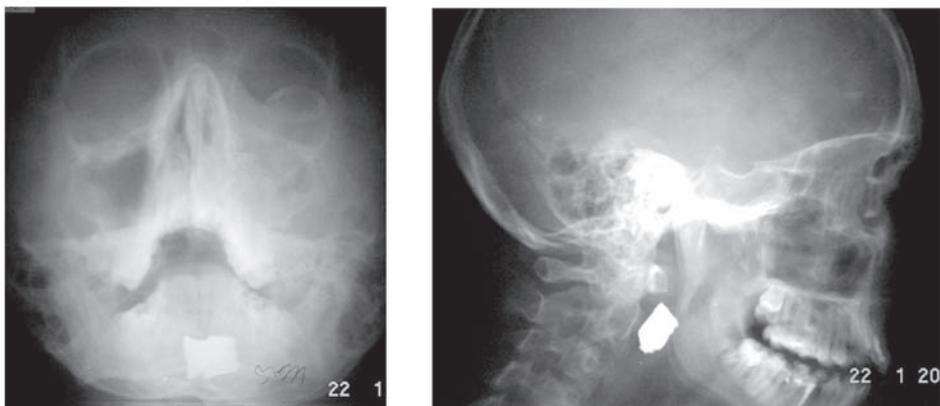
Рентгенограммы черепа в носоподбородочной и боковой проекциях. Огнестрельный перелом в левой глазничномаксиллярной области с наличием крупного осколка в задней стенке глотки (входное отверстие — левая глазница).
